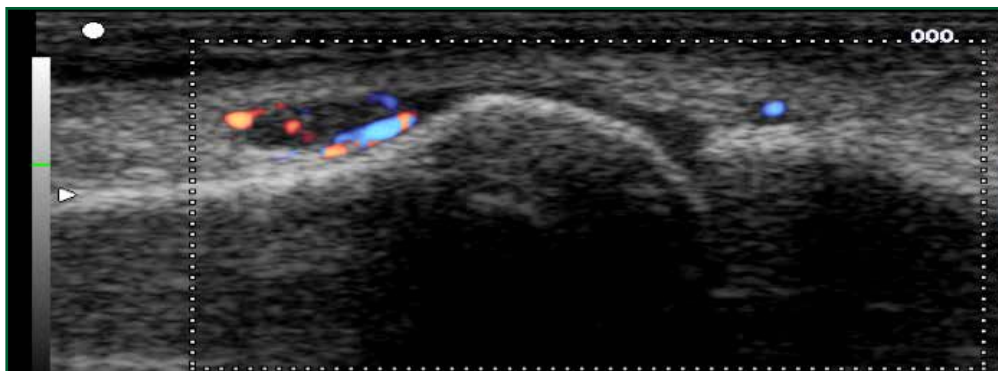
Synovite de la MTP 1 (épanchement et Doppler positif).
